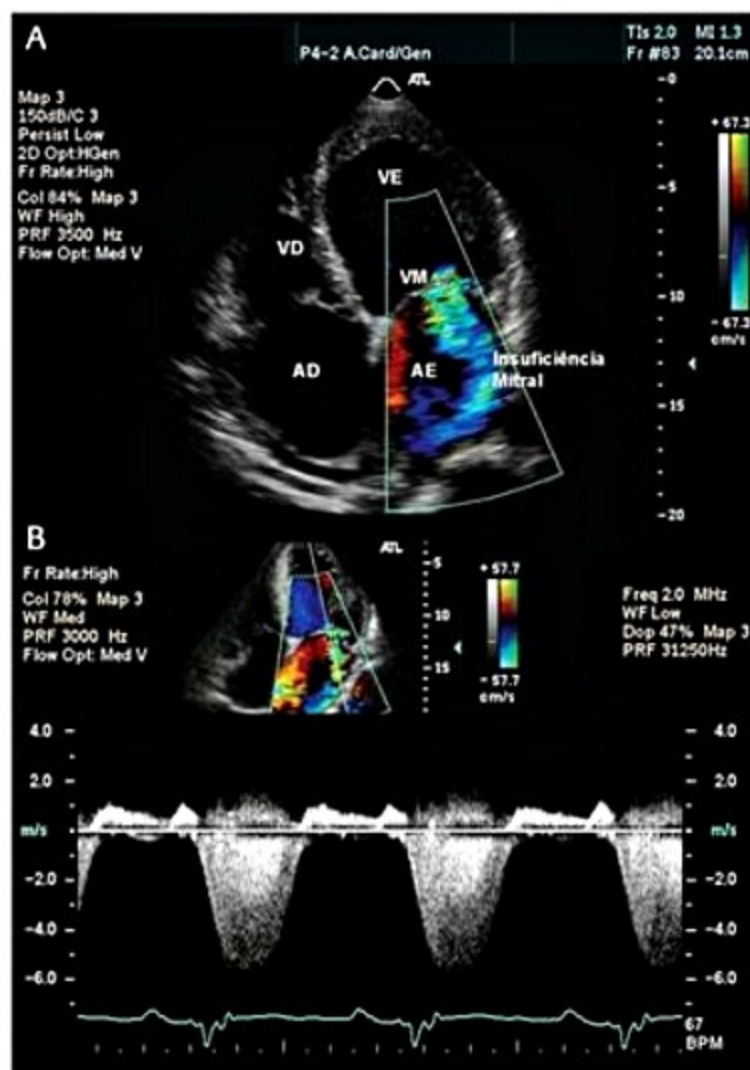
Mapeamento de fluxo em cores (A) e curva espectral do Doppler contínuo mostrando jato de insuficiência mitral (B). Observe que, como o jato afasta-se do transdutor, a curva é mostrada abaixo da linha de base.
